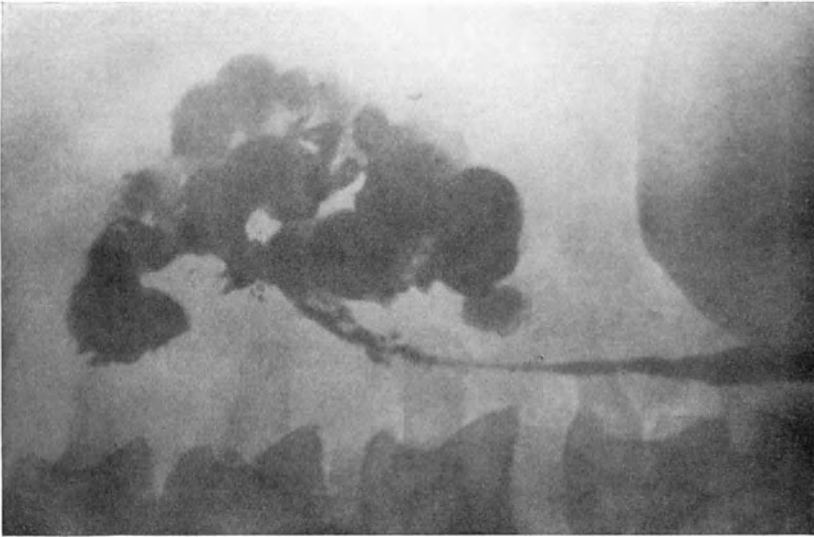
Kontrastfüllung einer Fistel in der Lendengegend mit Jodipin. Der Ursprung der Fisteleiterung ist, wie das Röntgenogramm erkennen läßt, in der einen Niere zu suchen. Diese ist weitgehend zerstört. Die Abscesshöhlen, welche die erkrankte Niere durchsetzen, communicieren mit dem Nierenbecken und weiter mit dem Ureter. Die erkrankte Niere wurde operativ entfernt.
